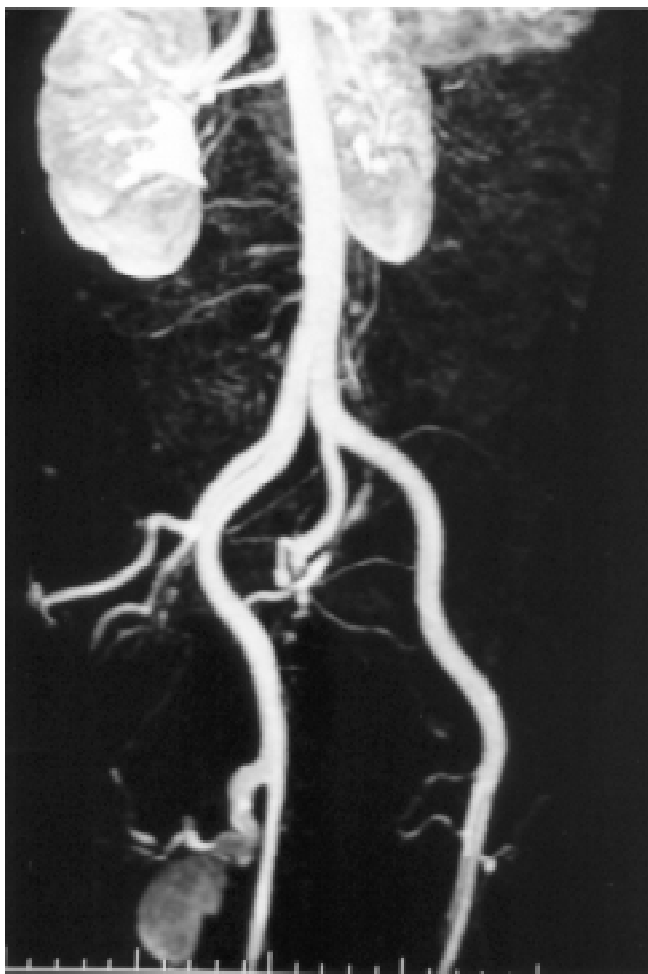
Angiorressonância magnética delineando a anatomia do aneurisma de AFP direita, não evidenciando dilatações aneurismáticas em outras artérias.
